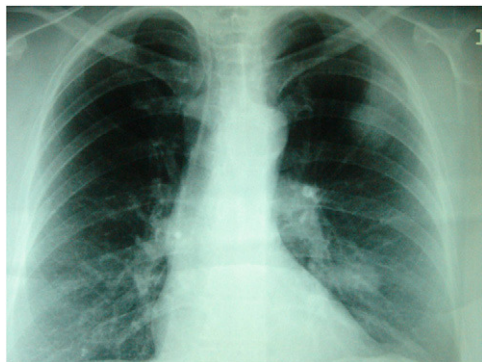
Radiografía posteroanterior de tórax. Se visualizan 3 lesiones nodulares sin broncograma aéreo, de 2-3 cm de diámetro, localizadas en el hemitórax izquierdo; 2 adyacentes situadas en el lóbulo superior izquierdo, periféricas, y otra central y parahiliar en el lóbulo inferior del mismo lado.
